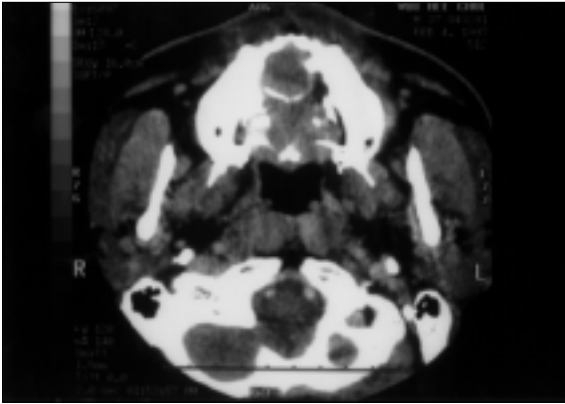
Computed tomogram showing low density cystic lesion in the anterior maxilla which expands into the palatal side and partially erodes the palate.
